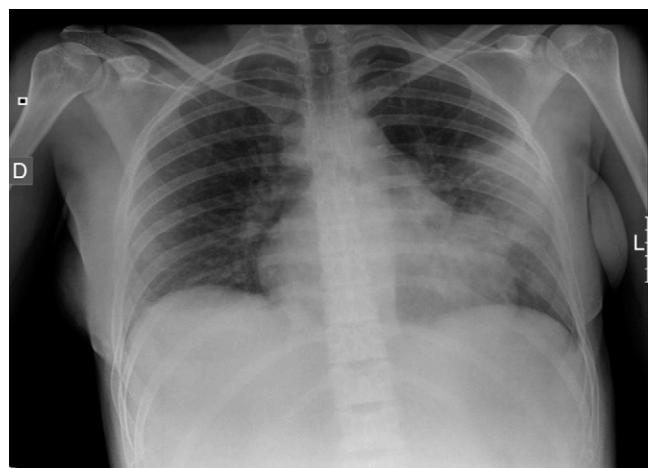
Radiografía de tórax con aumento de densidad en zona media de hemitórax izquierdo, compatible con neumonía lobar izquierda.
